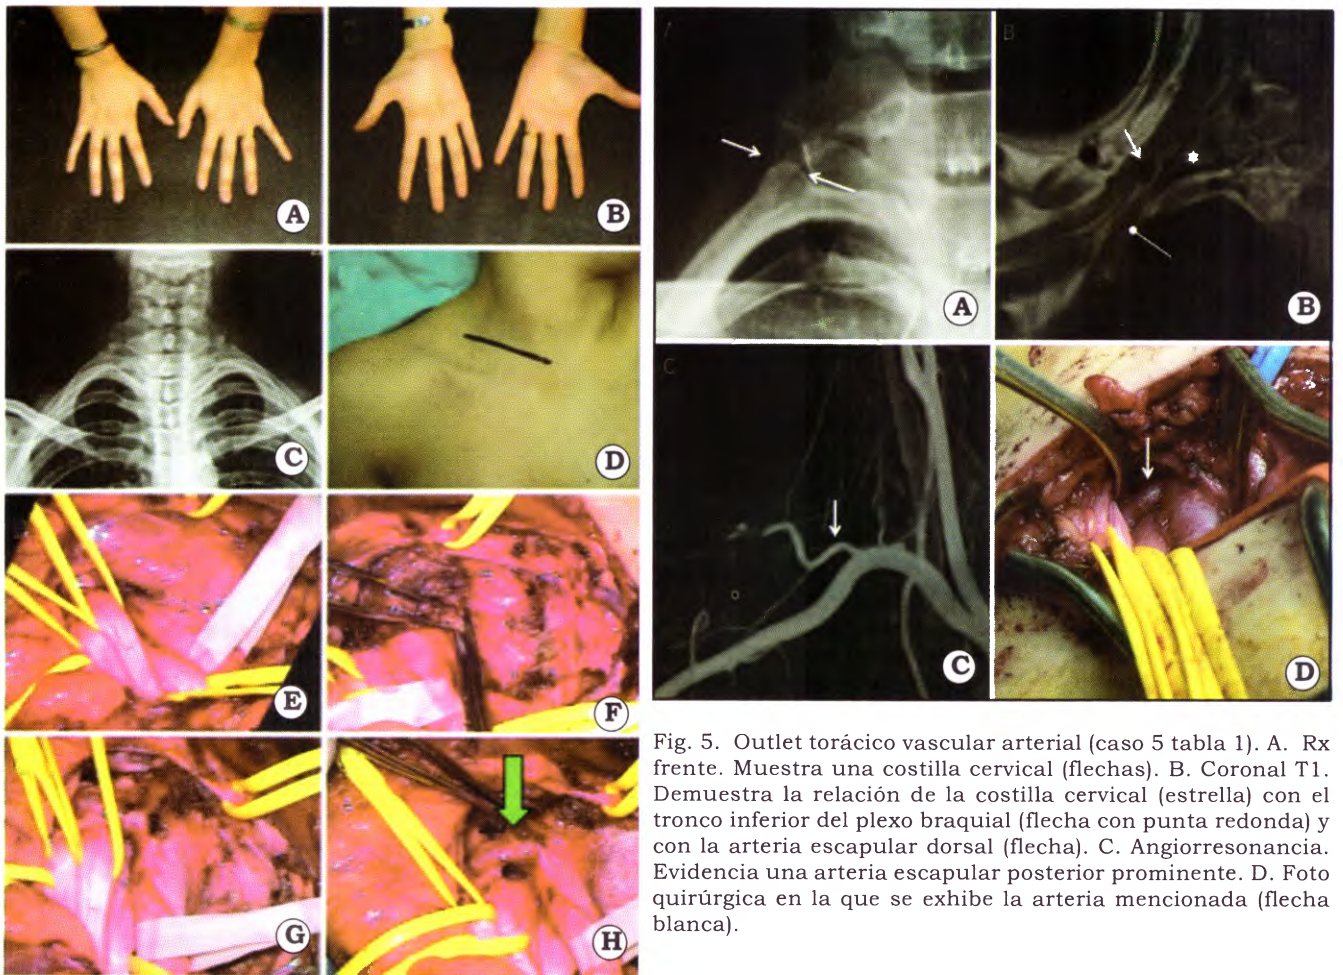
Outlet vascular arterial (caso 9 tabla 2). A. Atrófia de las eminencias tenar e hipotenar, lado derecho. B. Lado palmar. C. Radiografía frente normal. D. Incisión utilizada en los pacientes de esta serie para realizar abordaje supraclavicular al outlet torácico. E. Troncos nerviosos primarios, reparados con siliconas amarillas, y arteria subclavia, reparada con borde de guante. F. Sección completa del músculo escaleno anterior. G. Liberación neurovascular. H. La flecha verde indica la arteria escapular dorsal, que era el elemento compresivo. La escalenectomía anterior permitió el desplazamiento hacia delante del vaso, lo cual alivió enteramente la compresión.
